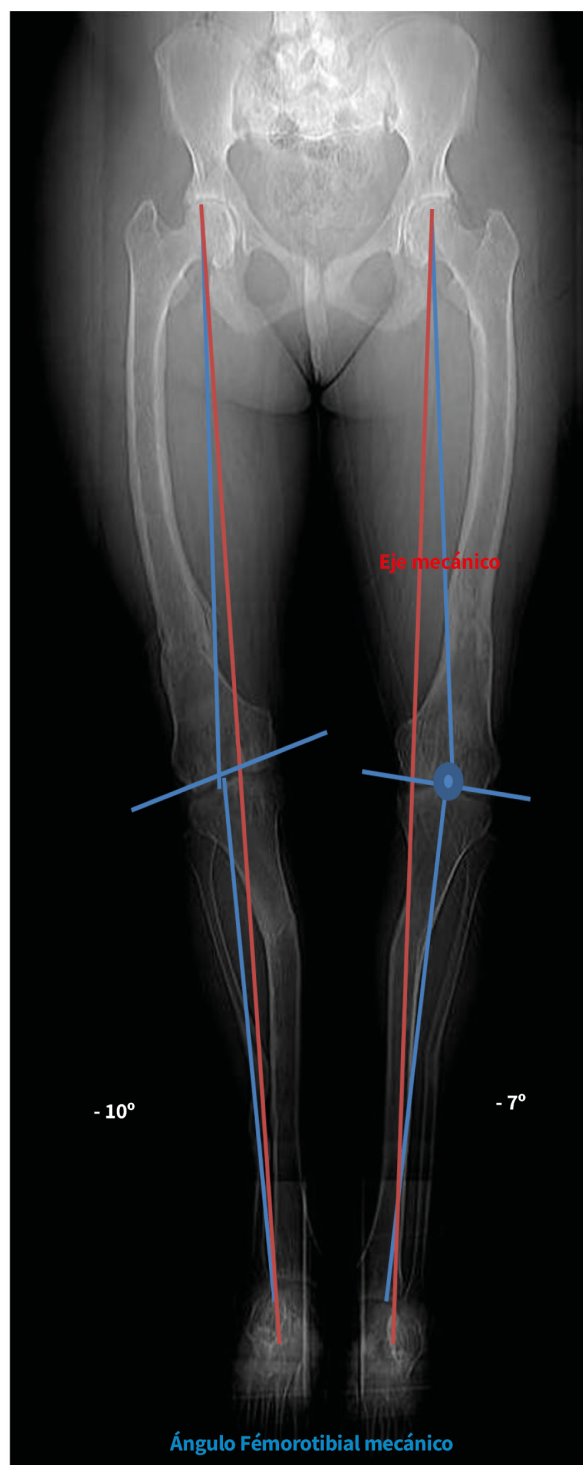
Telerradiografía prequirúrgica de eje mecánico de las extremidades inferiores donde se evidencia deformidad en varo de miembros inferiores y ángulo femoro tibial mecánico de -7° izquierdo y -10° derecho.
